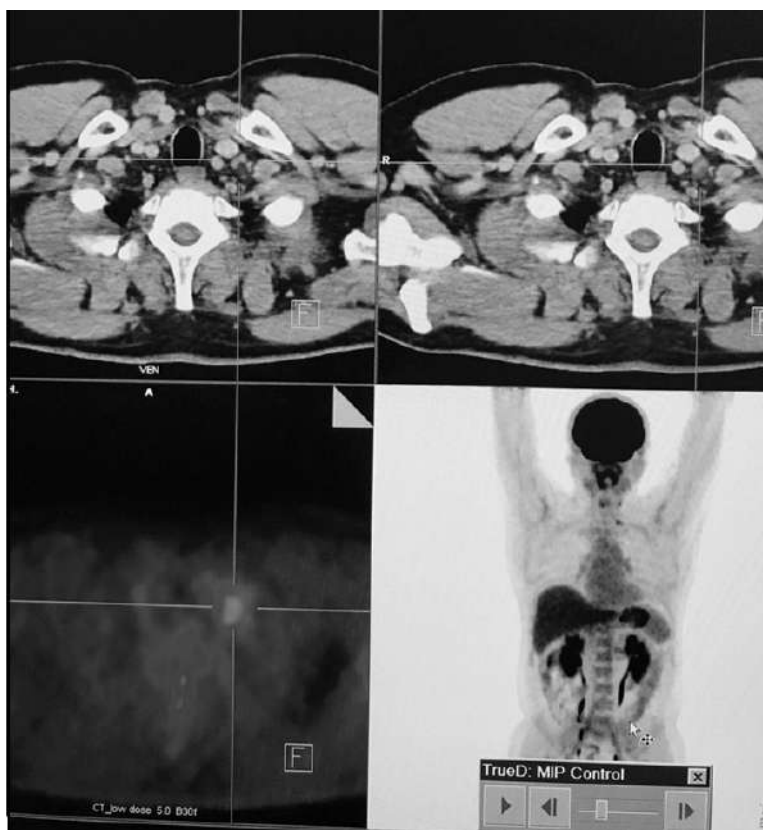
ПЕТ/КТ з ^{18}F -ФДГ. Вогнище гіперфіксації ^{18}F -ФДГ у надключичній ділянці справа, метаболічне зображення після проведення таргетної терапії
